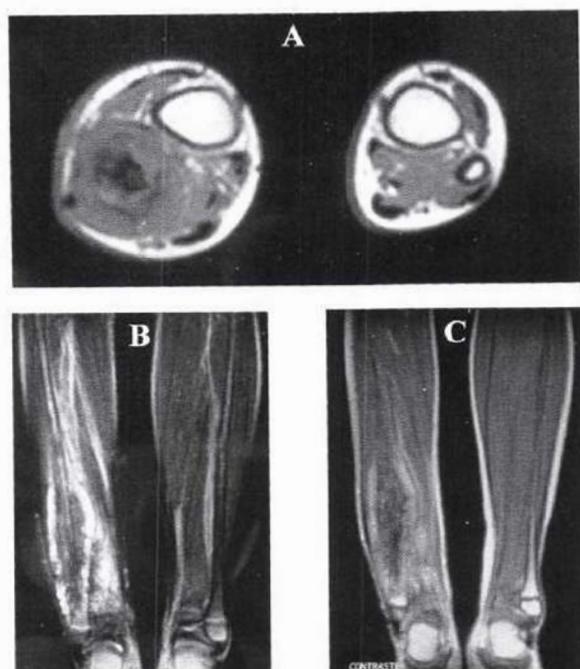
Resonancia magnética T1 axial (A) y T2 con saturación de grasa coronal simple (B) antes de quimioterapia, que muestra lesión hipointensa con extensión a los tejidos blandos adyacentes. Después de la inyección de medio de contraste (C), se observa realce en su porción central.
